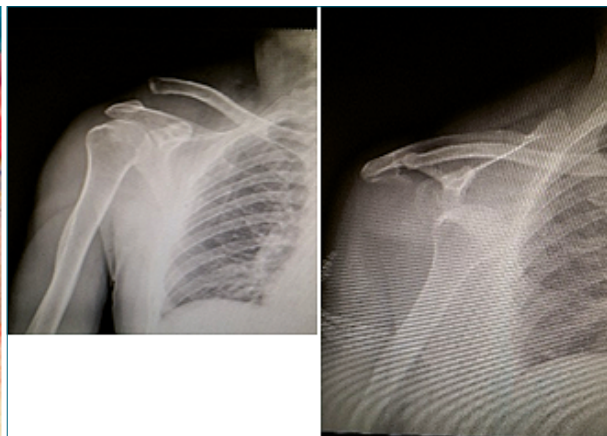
Radiografía de luxación de hombro.
